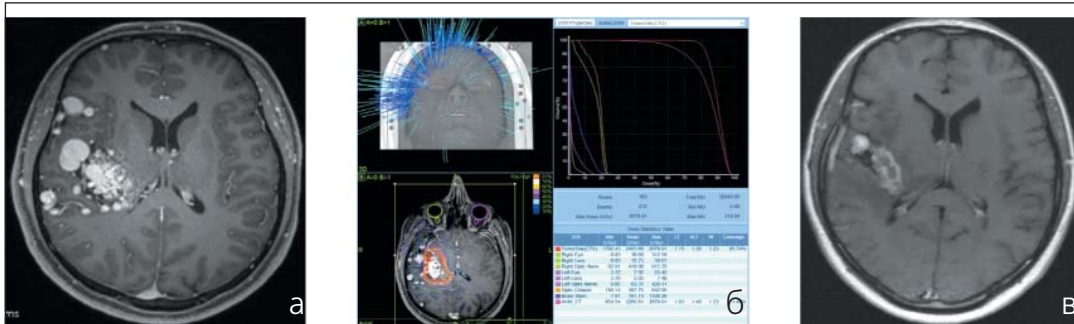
Результат фракционированного облучения. а ? МРТ до лечения; б ? план облучения (V=24,1 см³, 3 фракции до СОД 27 Гр); в ? облитерация АВМ и развитие небольшого локального лучевого некроза через 2 года после облучения
